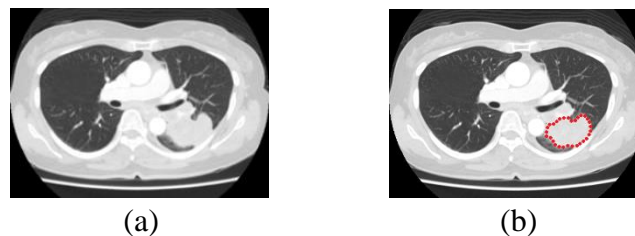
(a)肺部 CT 影像，(b)虛線框選部分為肺腺癌區域
